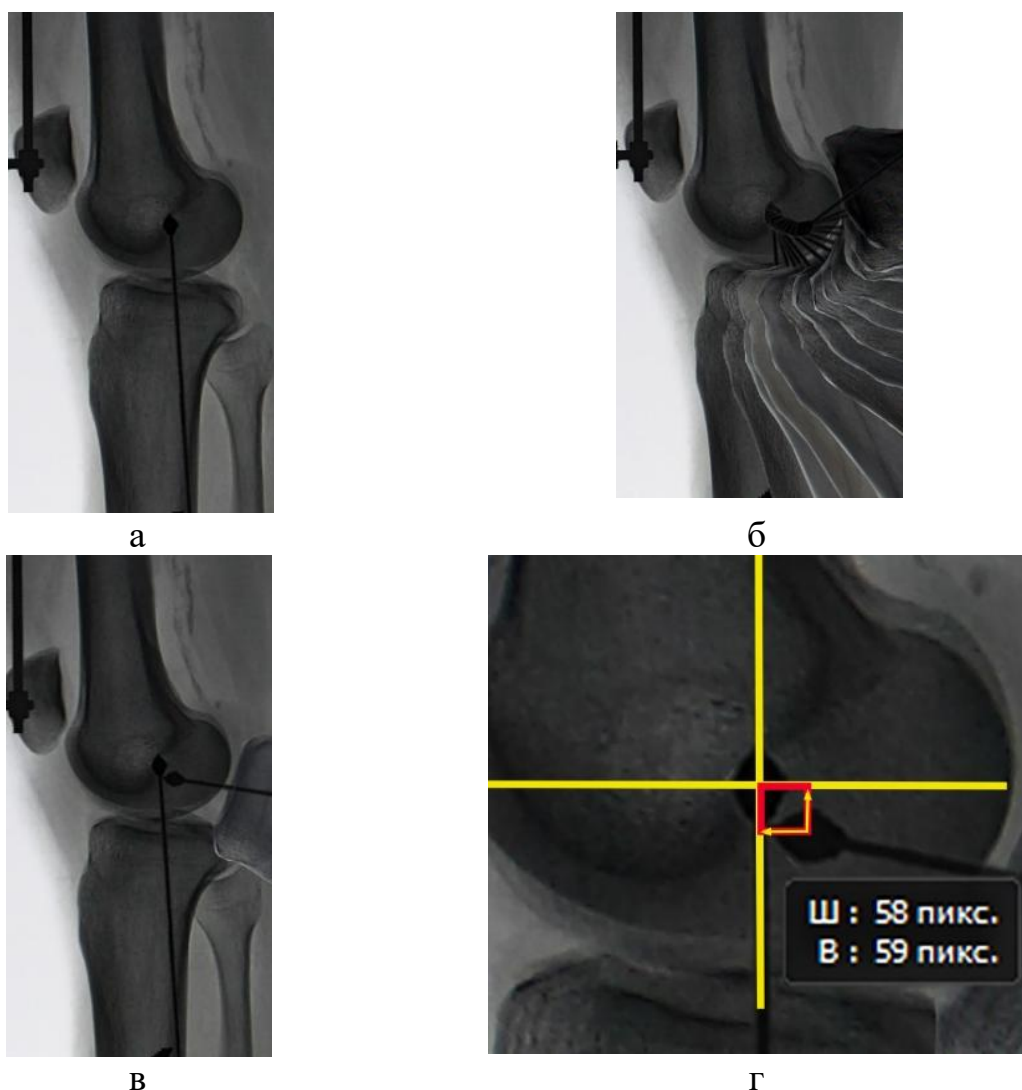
Этапы выполнения эксперимента: а – установка метки в проекции нулевого мгновенного центра; б – интервальные рентгенограммы обработанные в графическом редакторе; в – рентгенограмма коленного сустава в положении 80° сгибания; г – определение местоположения исследуемой метки относительно метки, установленной в проекции нулевого мгновенного центра
